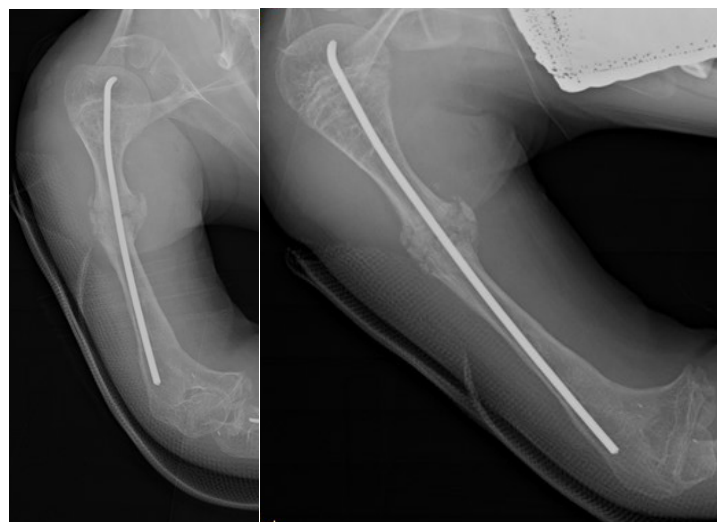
а.- контрольная рентгенограмма правой плечевой кости, остеосинтез TEN, прямая проекция. б.- боковая проекция.
